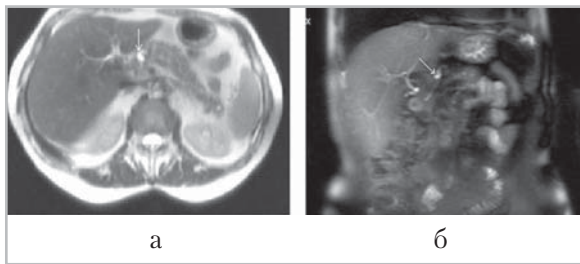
Магнитно-резонансные томограммы: *а* — аксиальное Т2-ВИ; *б* — коронарное Т2-ВИ с подавлением сигнала от жира. Мелкое интрапаренхиматозное скопление жидкости в головке ПЖ (стрелка)
